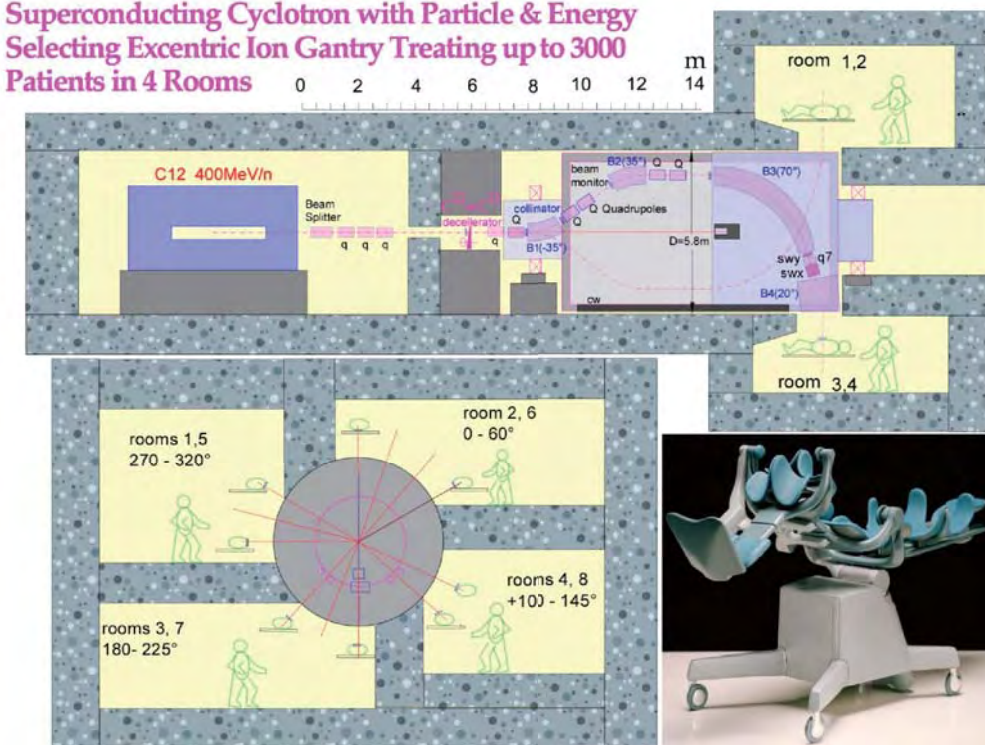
Cross section through the Superconducting Cyclotron with the Particle & Energy Selecting Excentric Ion Gantry capable of treating patients in 4 surrounding rooms as shown in the lower left panel. The four treatment rooms with protons to carbon ions allow a 10-12 min set up time, and a 2-3 min treatment time/room. In this way a total 12-16 pat/hour, 100-120 pat/day and 2 500 pat/year (at 10-12 fractions/pat) can conveniently be treated. The decelerating graphite range shifter is indicated where carbon 11 can be produced in therapeutic quantities allowing 50 fold accuracy in Bragg peak imaging. b) The lower right panel shows a close up of the stereotactic treatment couch used to dock the patient both to the PET-CT camera (see Fig. 4) and the therapy unit (cf Figs. 13-16).
